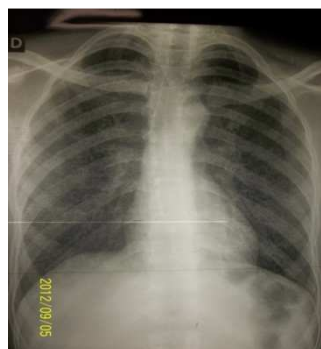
Radiographie du thorax de face : images micronodulaires disséminées dans les deux champs pulmonaires
